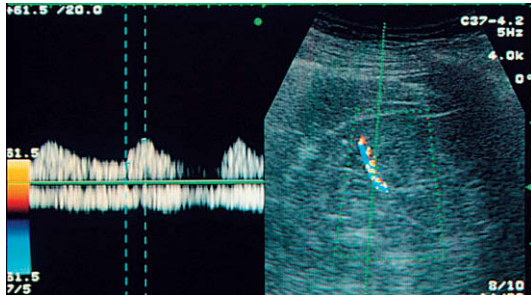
Ventana de color reducida de tamaño para demostrar un vaso intrarrenal único antes del muestreo para Doppler espectral.
